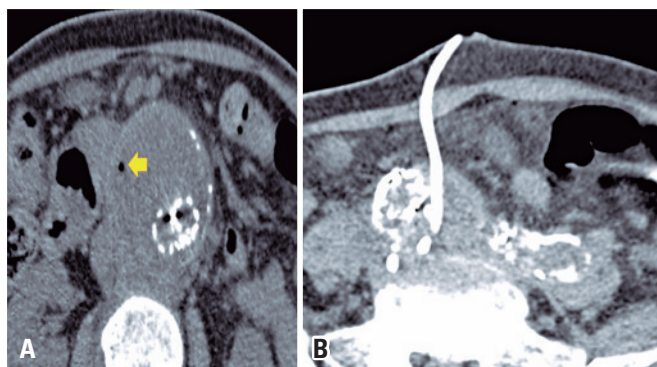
Drenagem de coleção infectada perindoprótase. (A) Tomografia de abdômen total sem contraste: saco aneurismático com coleção periprótase com gás (seta); (B) Tomografia pós-drenagem: posicionamento adequado do dreno e redução da coleção
